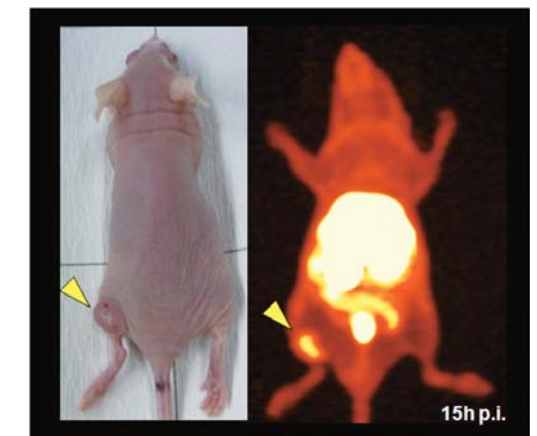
⁶⁴Cu-Fabによる中皮腫移植腫瘍のPETイメージング
